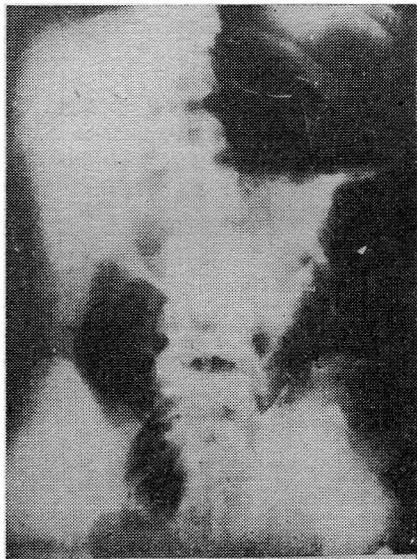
Radiografía simple de abdomen. Se observa un gran balón cólico ocupando el hipocondrio izquierdo que corresponde al ciego volvulado. Ausencia de gases en el colon derecho.
